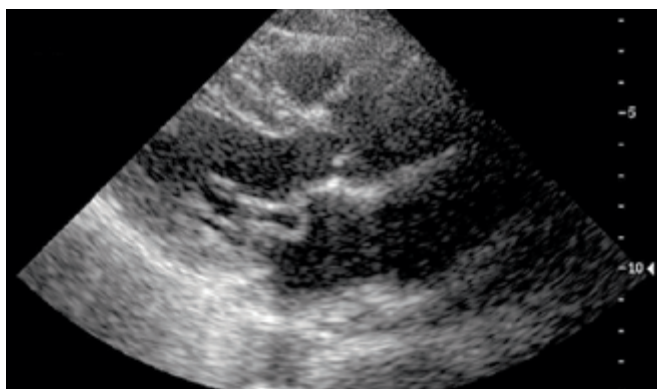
Échographie coupe parasternale grand axe. Visualisation d'un prolapsus valvulaire mitral en image bidimensionnelle.
